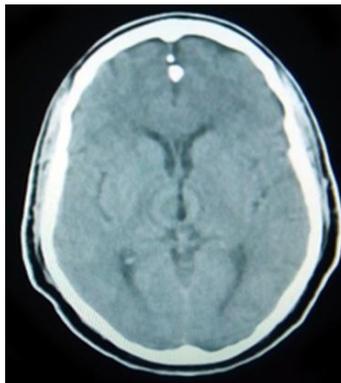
Tomografía evolutiva
